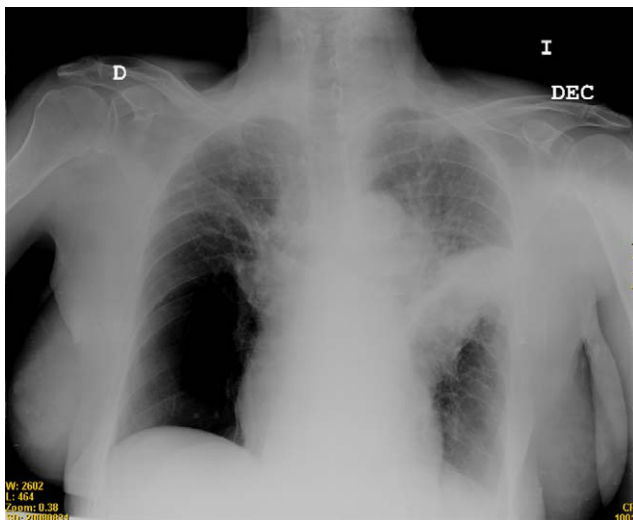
Radiografía de tórax posteroanterior de la paciente en el momento de su ingreso.
